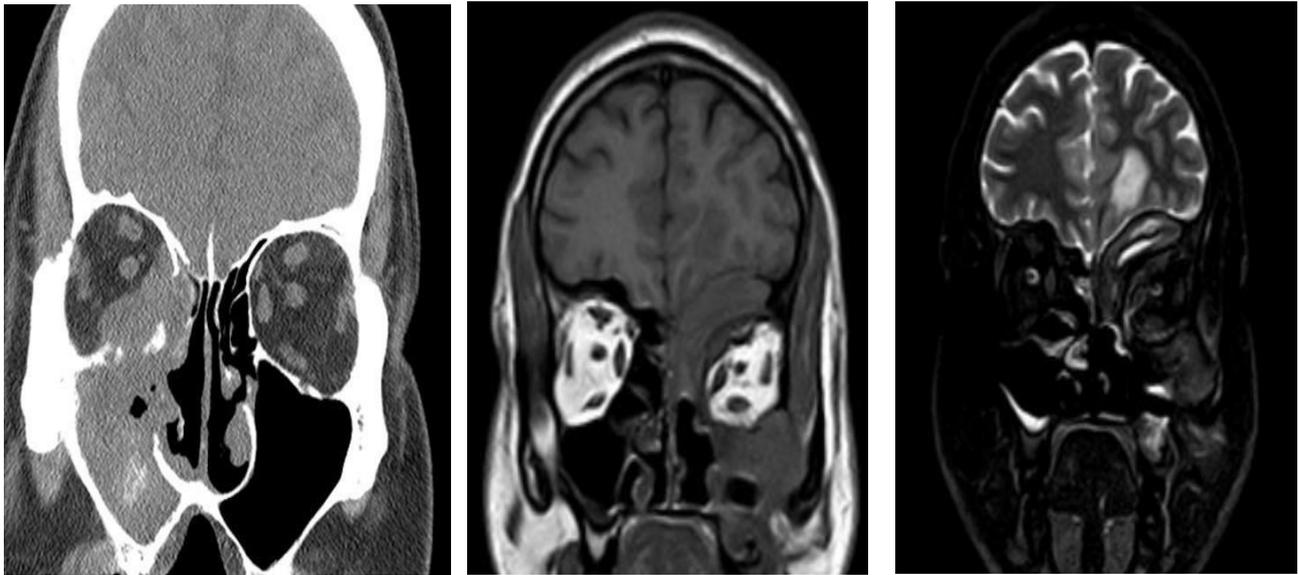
RMN sinusitis fúngica invasiva (con compromiso orbitario y de base de cráneo)
